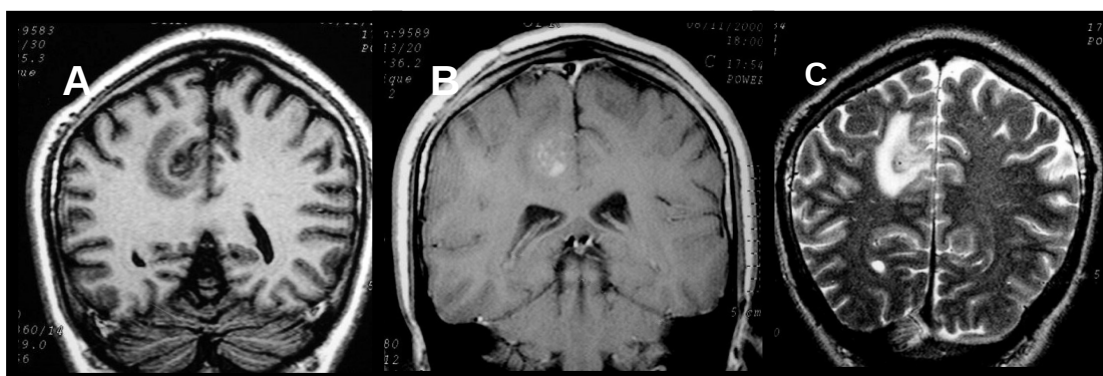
RM do crânio. Coronal SE T1 pré e pós-contraste e TSE T2. Lesão expansiva com captação nodular heterogênea e edema perilesional. Forma tumoral da esquistossomose.
